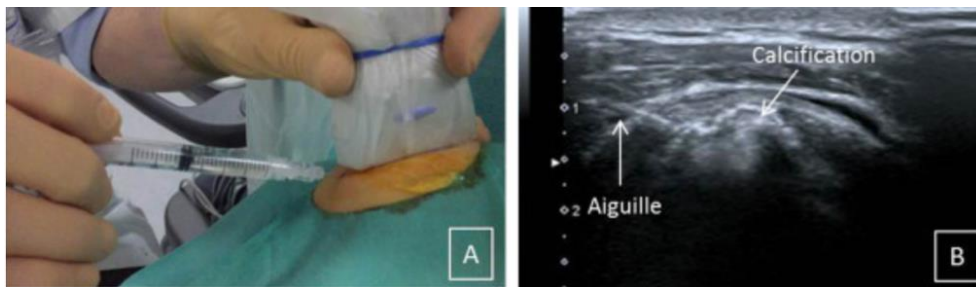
Abord de la calcification sous échographie. L'aiguille est insérée dans le plan de la sonde, dans la calcification, puis des mouvements de va-et-vient du piston de la seringue sont effectués afin de mobiliser le calcium au sein du dépôt et le faire refluer dans la seringue.
